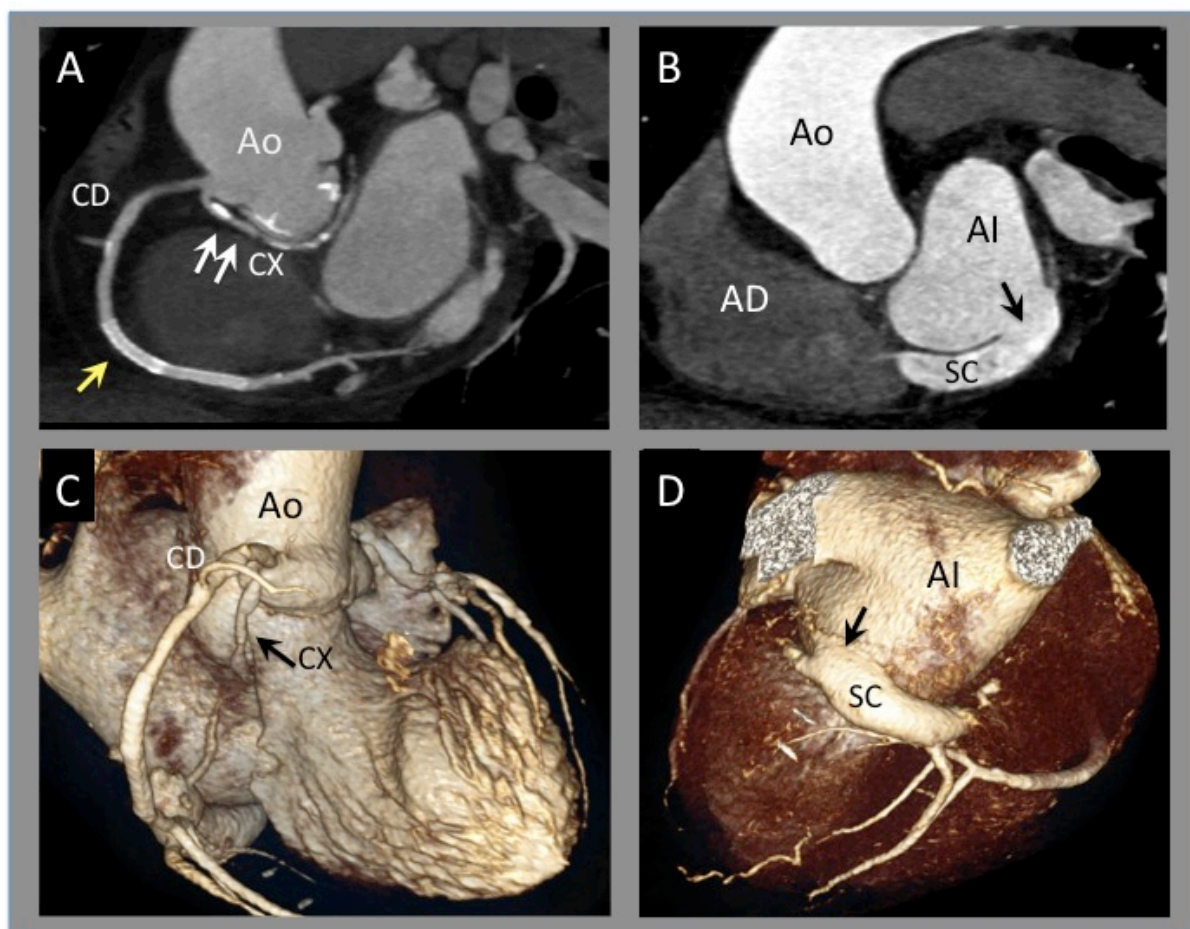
Angio TAC, CX Retroaórtica con CIA tipo seno coronario. Caso 8. Es el primer caso descrito hasta la fecha, de una CIA tipo seno coronario asociada a una anomalía coronaria de origen (CX retroaórtica). A.- Reconstrucción MIP. Origen anómalo de Cx desde seno de Valsalva derecho con trayecto por detrás de la aorta (flechas blancas). La flecha amarilla señala la posición de un Stent en CD media. B.- Reconstrucción MIP. Defecto en pared de AI (flecha), con conexión hacia seno coronario que se rellena de contraste (CIA tipo Seno Coronario). C.- Reconstrucción 3D. La flecha señala la CX con trayecto retroaórtico. D.- Reconstrucción 3D de la parte posterior del corazón. Obsérvese la CIA tipo Seno Coronario (flecha señala la comunicación de la AI con el seno coronario). Ao: Aorta. CD: Coronaria derecha. CX: Circunfleja. AI: Aurícula izquierda. SC: Seno coronario.
